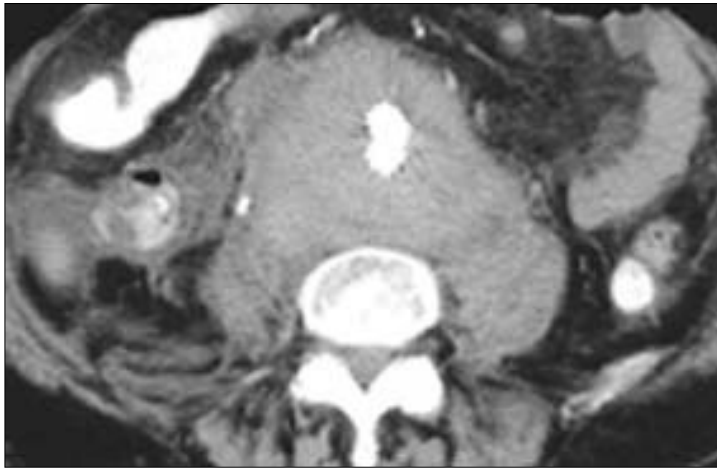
TAC de control con la exclusión del aneurisma, sin fugas.
